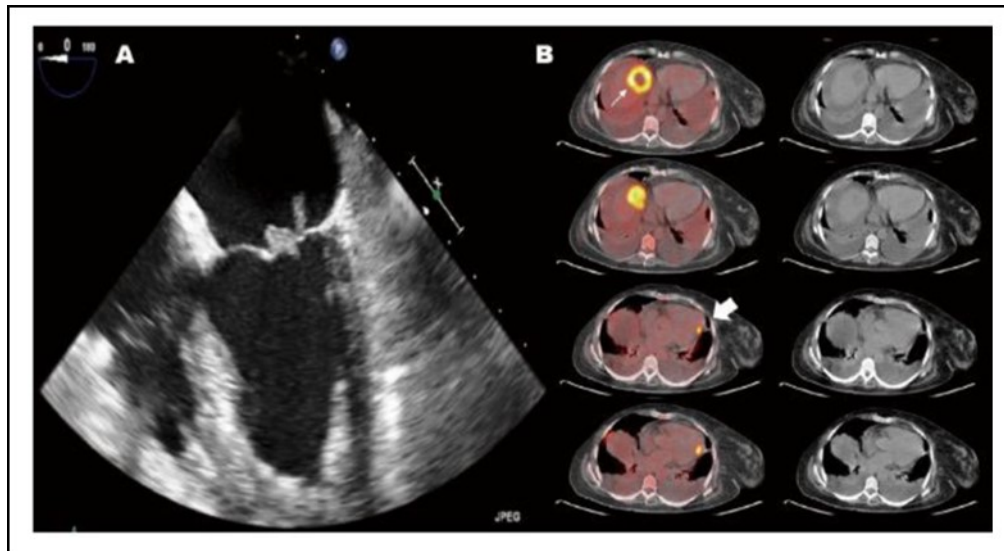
Endocarditis marántica diagnosticada mediante PET/TC¹²³.
